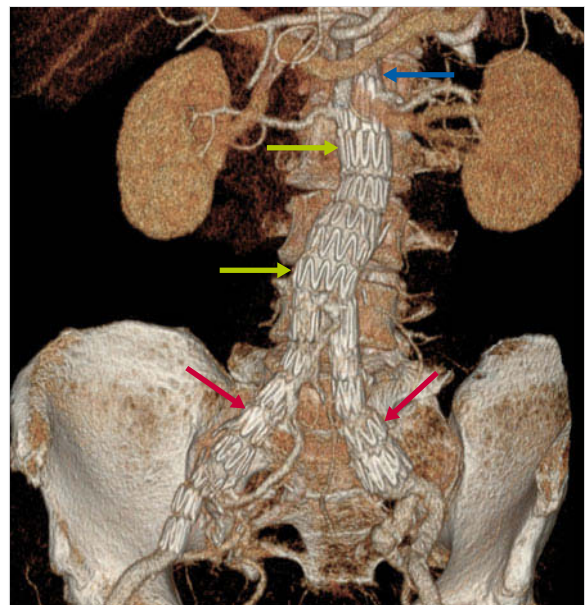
Computertomografische Kontrolluntersuchung nach endovaskulärer Stentgraftversorgung mit aortal gecovertem (grüne Pfeile) und ungecovertem (blauer Pfeil) Anteil und gleichzeitiger biiliakaler Versorgung (rote Pfeile).
